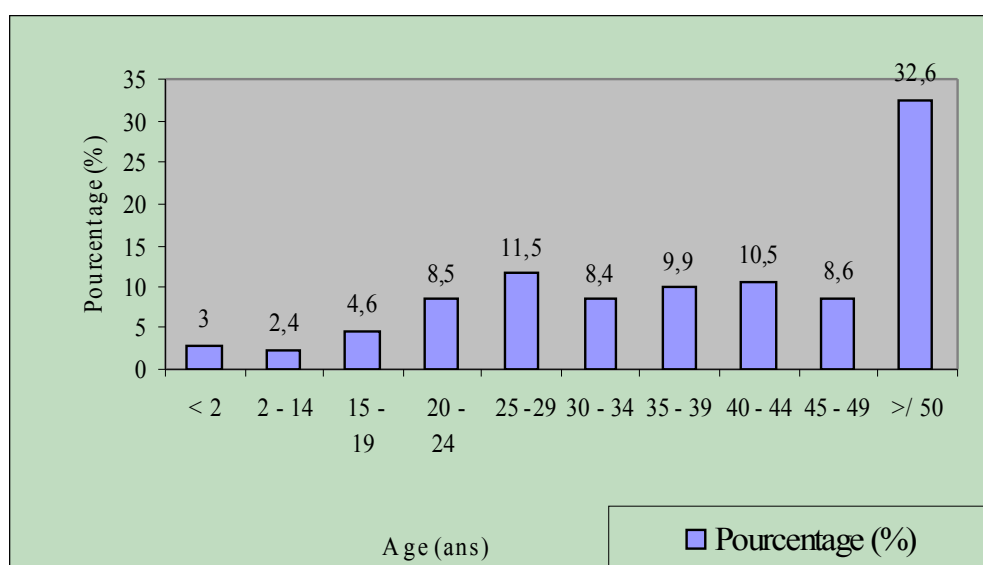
Représentation graphique de l'échographie générale selon l'âge
